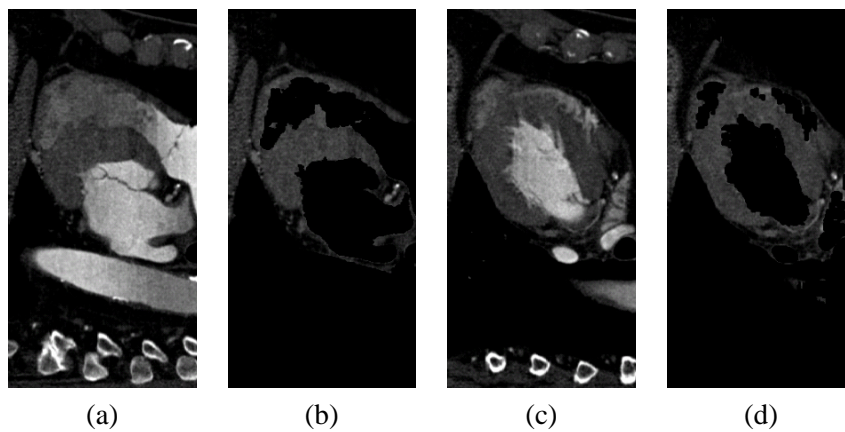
Zwei repräsentative sagittale Schichten des CT-Datensatzes CT1.mhd vor ((a) und (b)) und nach Anwendung der binären Herzmaske ((b) und (d)). Die Koronararterien sind im Vergleich zu den übrigen kontrastverstärkten Herzstrukturen nicht ausmaskiert. Um den Verlauf der Koronararterien besser erkennen zu können, wurde für beide Ansichten ein kleineres Grauwertfenster gewählt.
